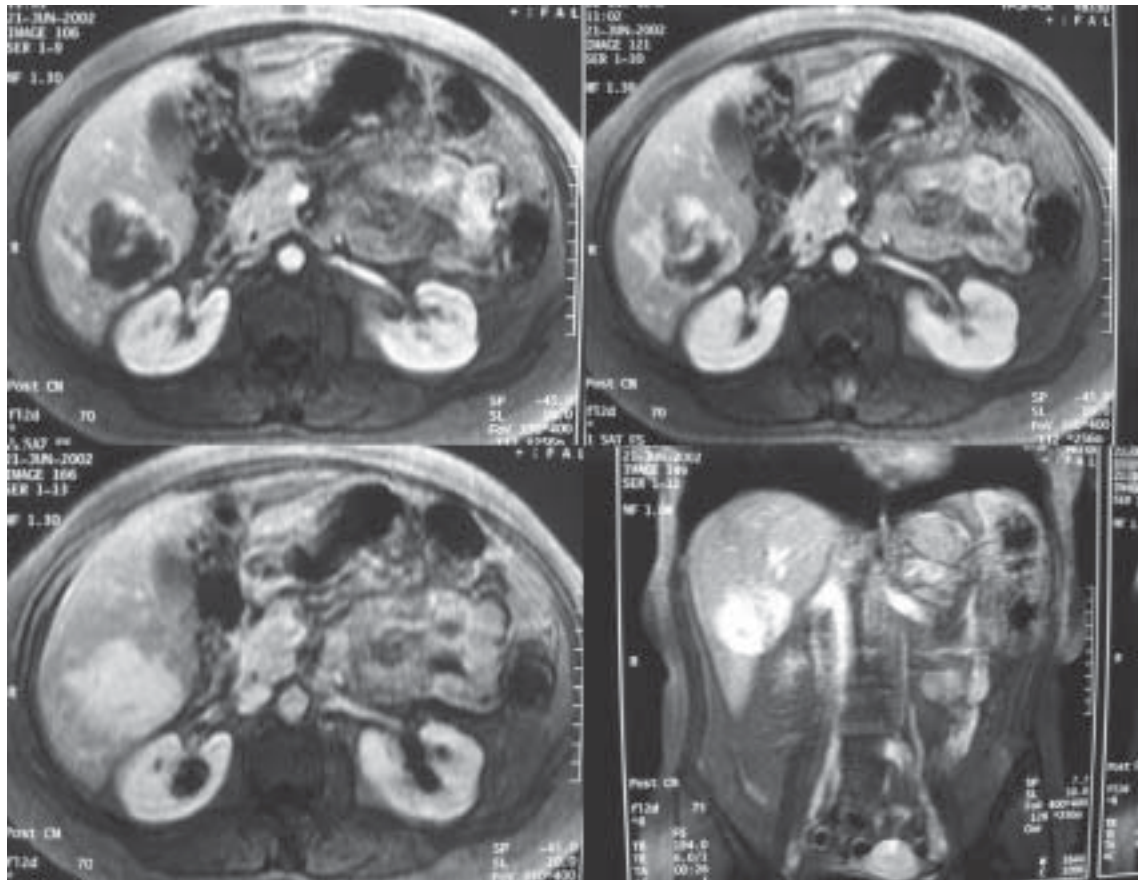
TAC abdominal que muestra el clásico llenado centrípeto de los hemangiomas hepáticos.
